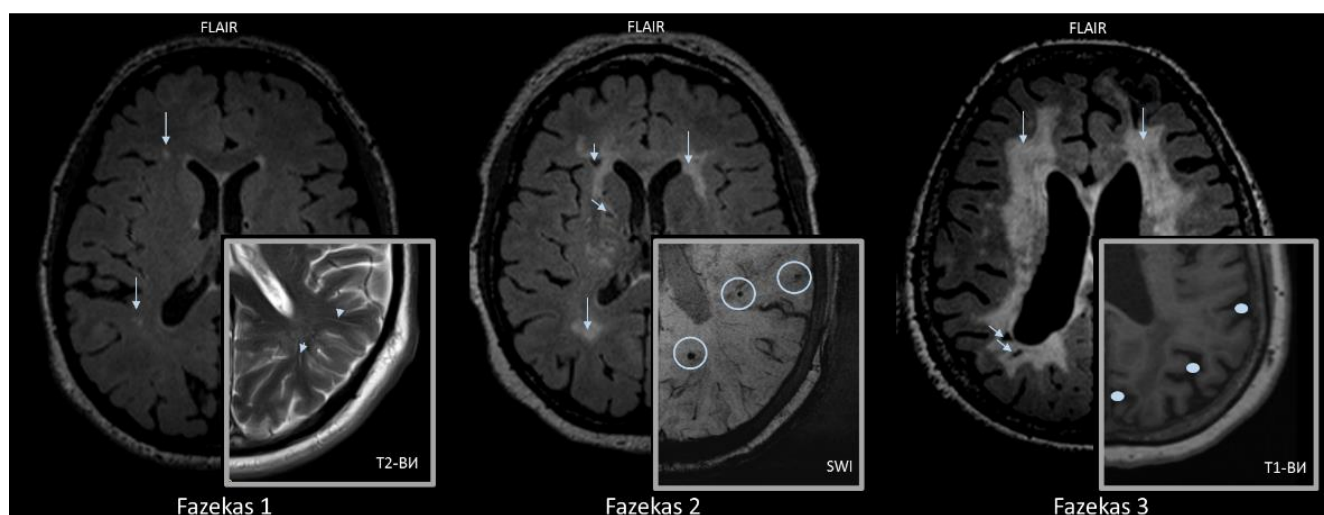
Выраженность ГИБВ по модифицированной шкале Fazekas (Fazekas et al., 1987; Pantoni L. et al., 2004). МРТ признаки ЦМА: ГИБВ – стрелки, лакуны – короткие стрелки, ПВП – треугольники, МКР – кружки, расширение САП (наружная атрофия) – точки.
